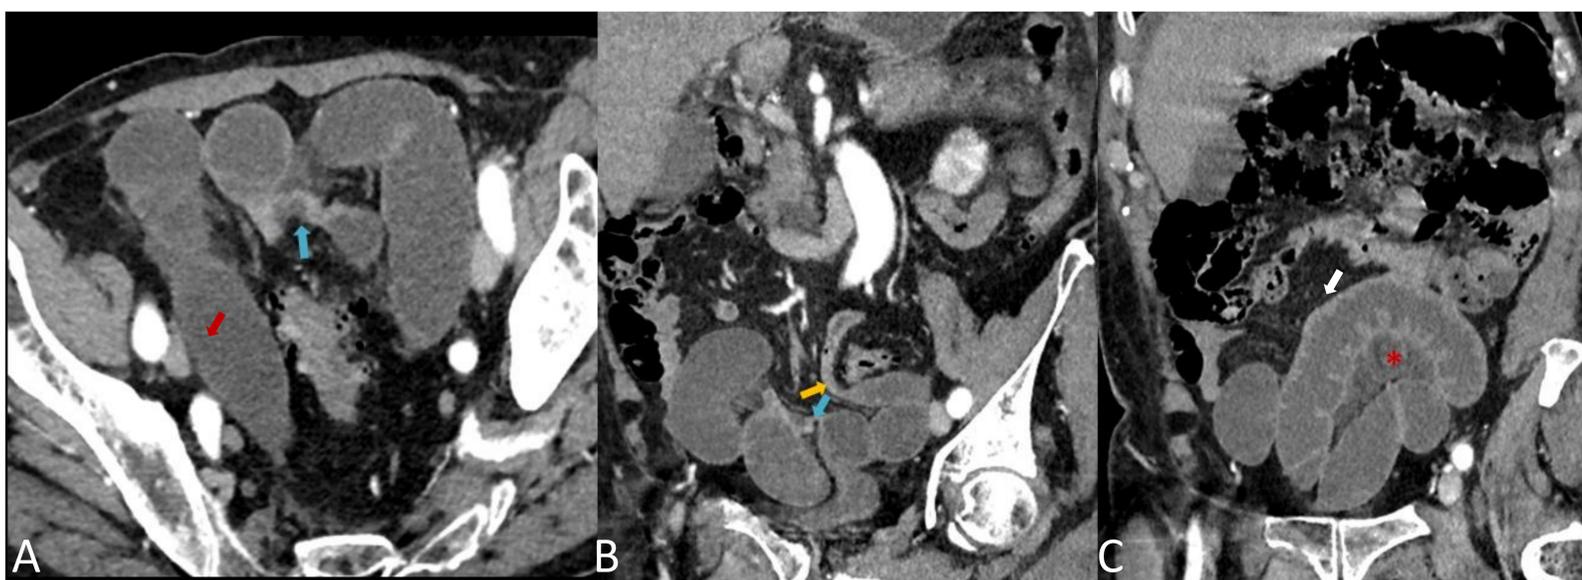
A) TAC axial, B y C) TAC coronal: dilatación de un segmento de intestino delgado con dos cambios de calibre en hipogastrio (flechas amarilla y azul), próximos entre sí, compatible con obstrucción en asa cerrada. Hiperrealce de algunas asas (flecha blanca) e hiporrealce de otras (flecha roja), así como edema en el mesenterio (asterisco rojo) sugestivos de isquemia. Se confirmó en la cirugía objetivando una brida congénita de sigma a vejiga.
